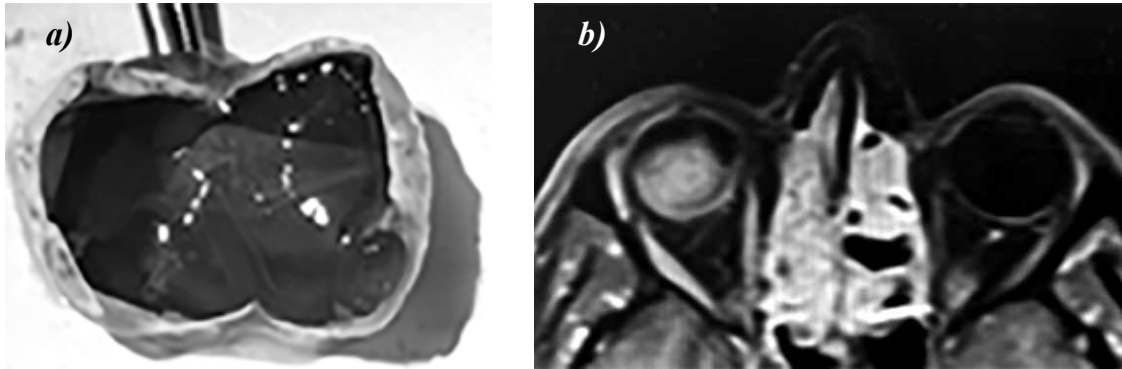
Patient S.B., 38 years old: a) clinical photograph demonstrating a uveal melanoma occupying the vitreous cavity; b) preoperative contrast-enhanced CT scan of the orbit.
